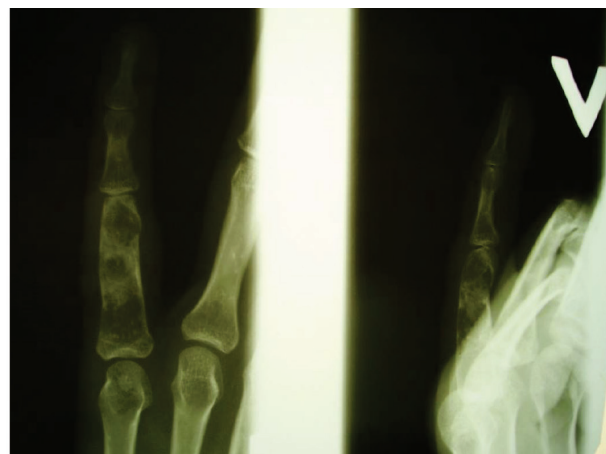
Рентгенограмма кисти до операции
